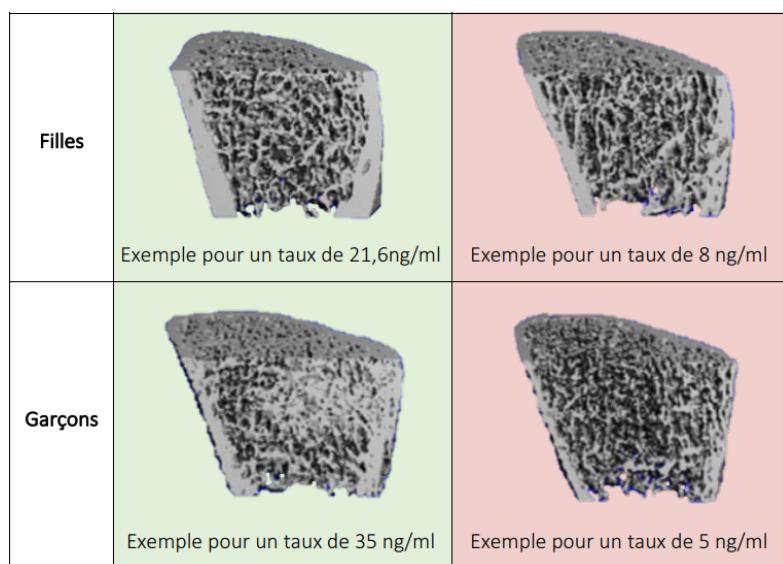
Comparaison de l'aspect de l'os sous HR-pQCT (High Resolution Quantitative Computer Tomography) de garçons et filles selon leur taux sérique de vitamine D [76]
